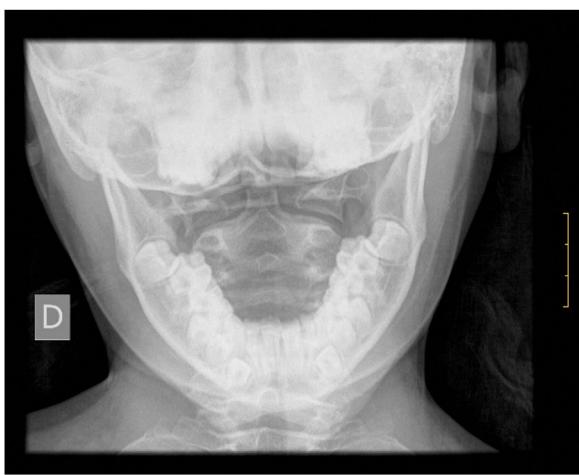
Radiografía transoral cervical postratamiento.
